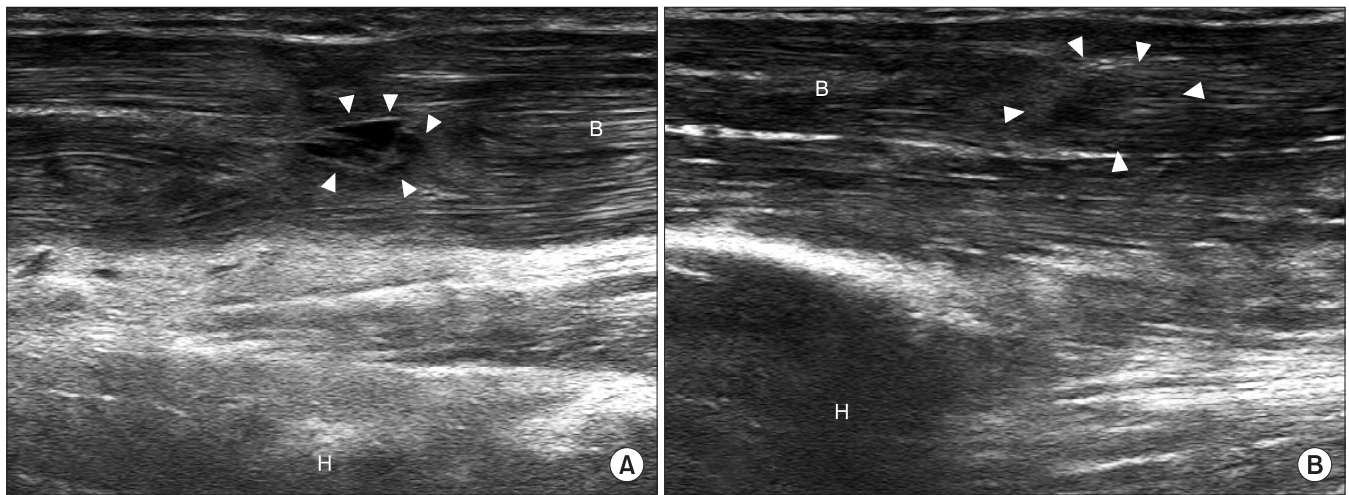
Ultrasonography (US) findings of muscle contusion. (A) Long axis US image of the biceps brachii muscle shows a focal hypoechoic defect (arrowheads) within the muscle. (B) Six weeks after injury, resorption of hematoma and regeneration of muscle bundle is observed (arrowheads). B, biceps brachii muscle; H, humerus.
